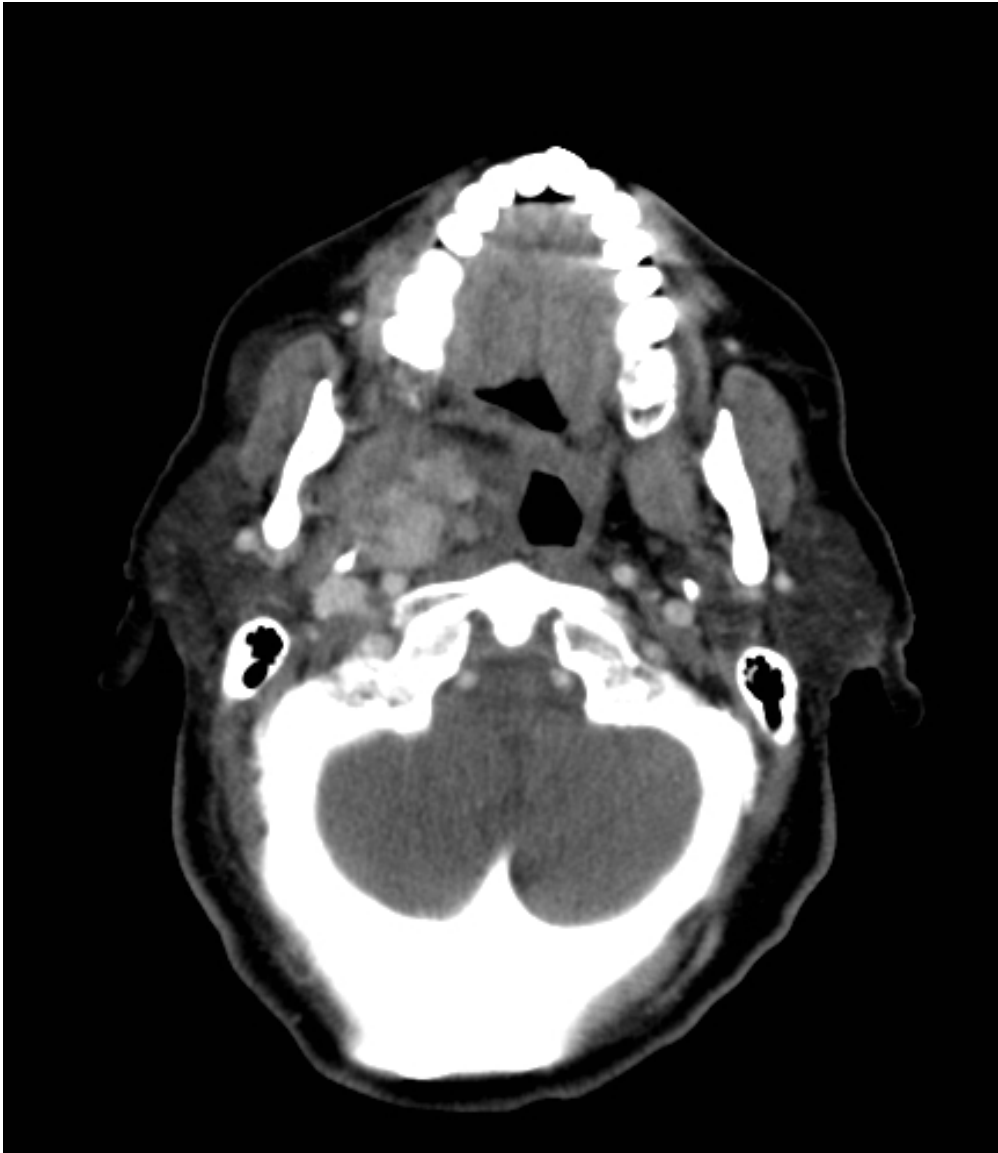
Adenoma pleomorfo derecho. TC con contraste. Captación irregular del medio de contraste, con realces parcheados.
